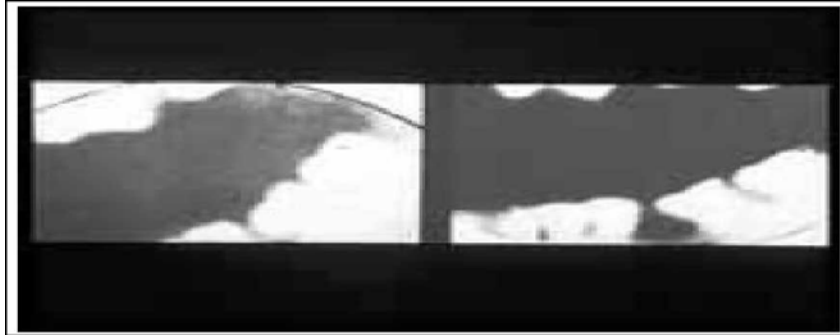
Rifle de caça radiografado por Roentgen (MARTINS, 2005).
